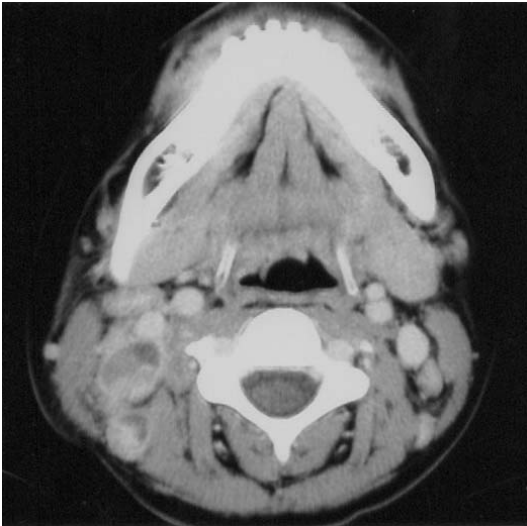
Computed Tomography showing enlarged and encapsulated lymph node in the right cervical area.
